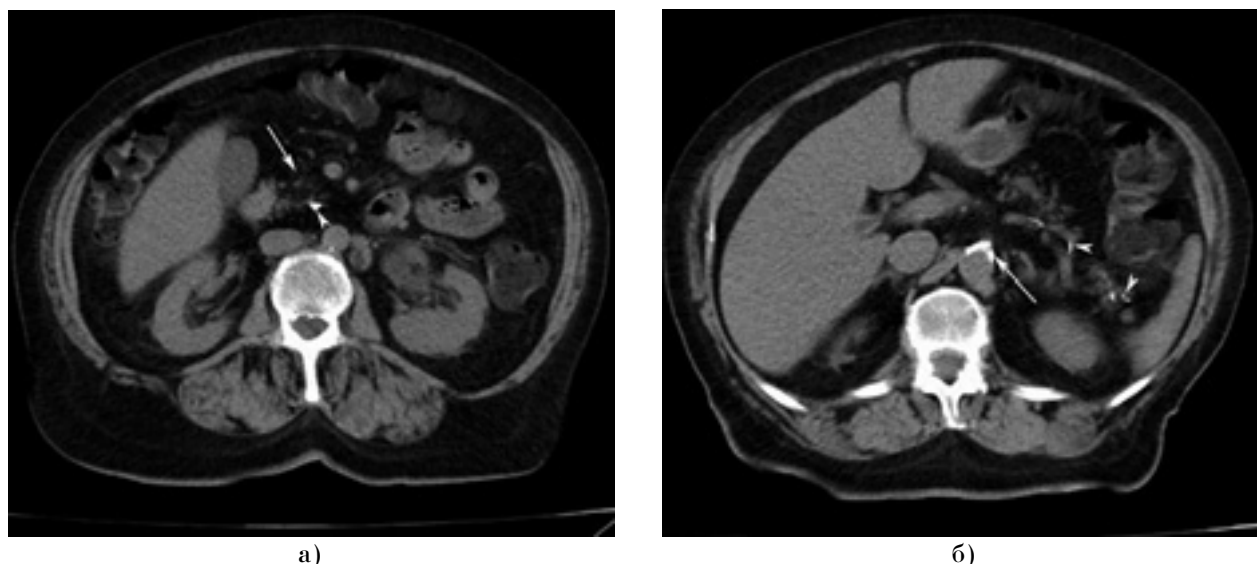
Томограмма при ишемическом панкреатите.
